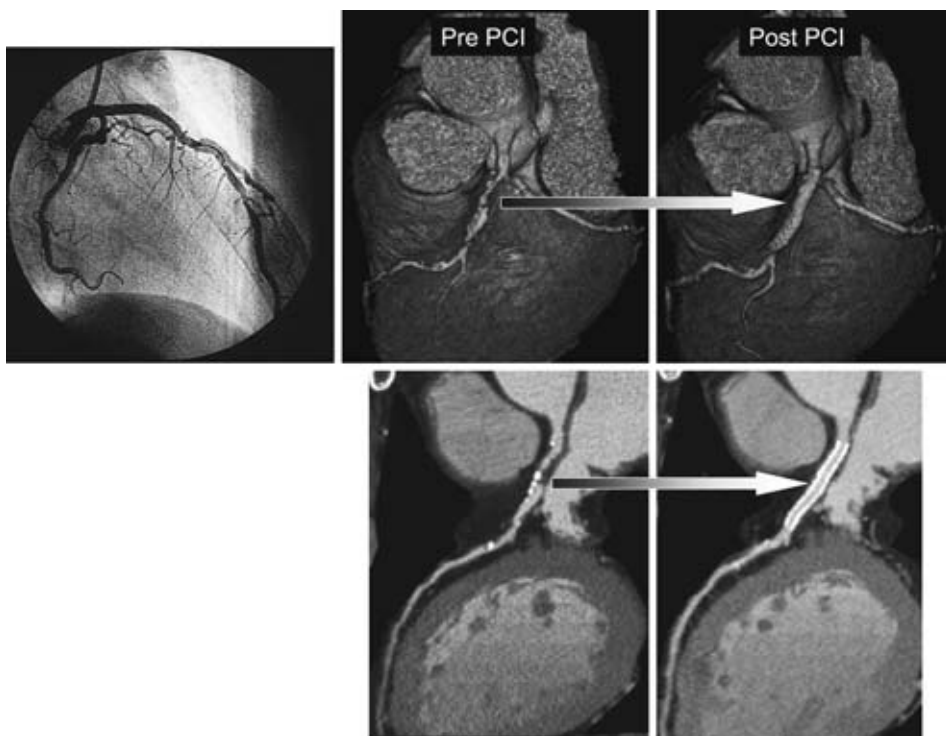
心臓CTによるPCI前（pre PCI）・後（post PCI）の評価（図2と同一症例）
